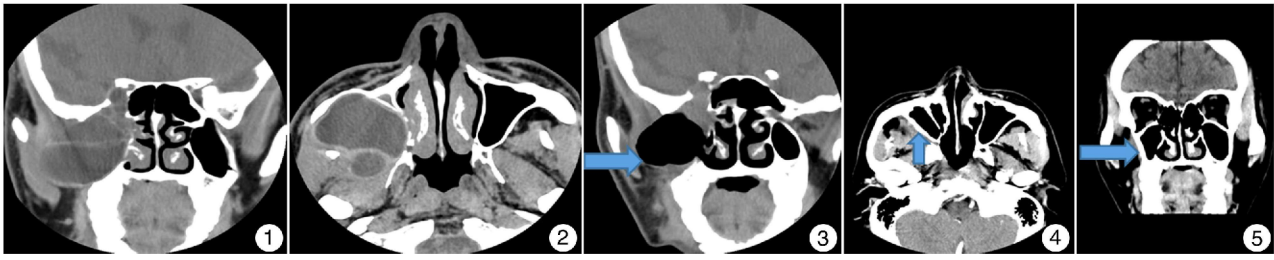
术前鼻旁窦冠状位 CT; 图 2 术前鼻旁窦轴位 CT; 图 3 术后 2 周鼻旁窦冠状位 CT 箭头示上颌窦外侧壁骨质压迫吸收; 图 4 术后 16 个月鼻旁窦水平位 CT 箭头示恢复正常上颌窦外侧壁; 图 5 术后 16 个月鼻旁窦冠状位 CT 箭头示恢复正常上颌窦外侧壁。
